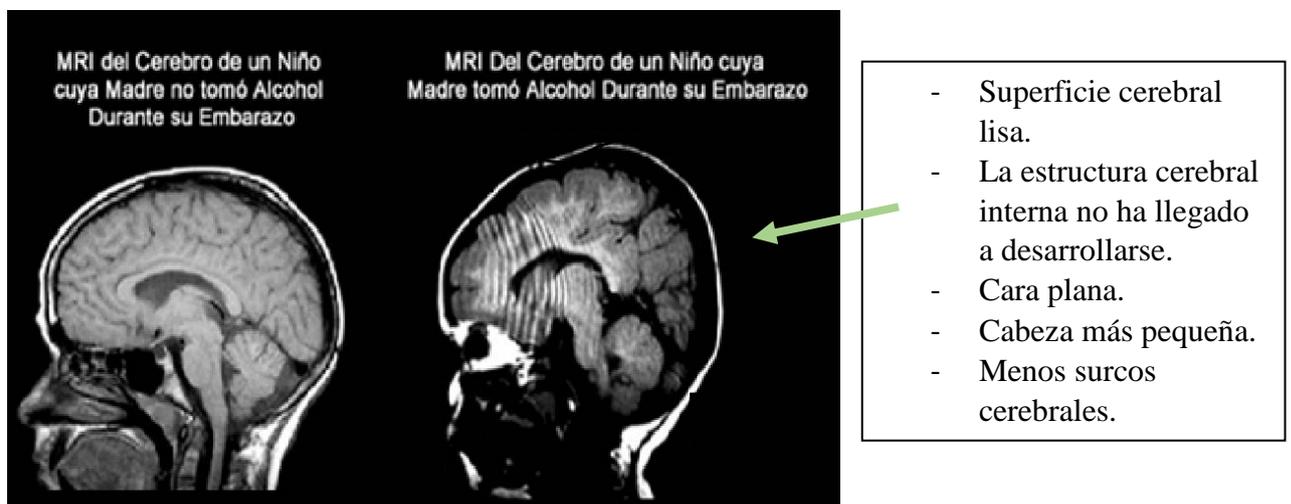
Resonancia Magnética (MRI) de un niño sano comparado con MRI de un niño con TEAF. Imagen modificada de Fuentes et al., 2009.
